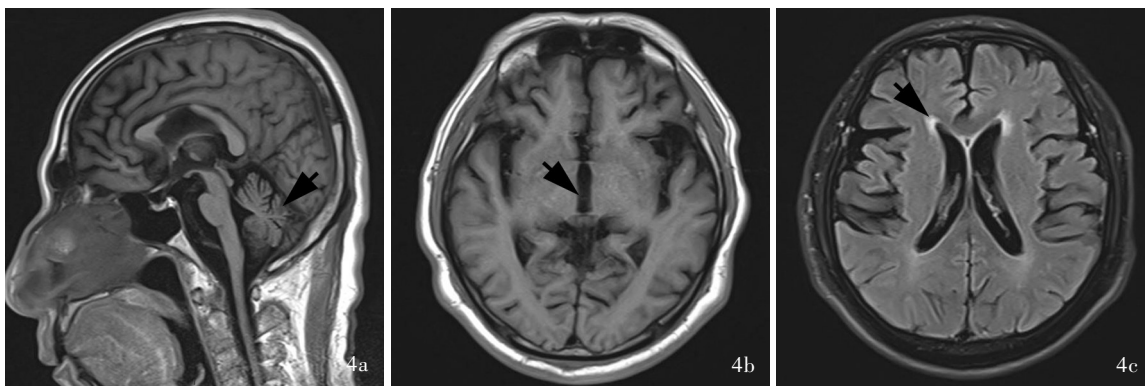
家系2先证者头部MRI检查所见 4a 矢状位T<sub>1</sub>WI显示,小脑和上颈髓萎缩(箭头所示) 4b 横断面T<sub>1</sub>WI显示,第三脑室轻度扩张(箭头所示) 4c 横断面抑脂T<sub>2</sub>-FLAIR显示,双侧侧脑室旁少量脑白质高信号(箭头所示)
